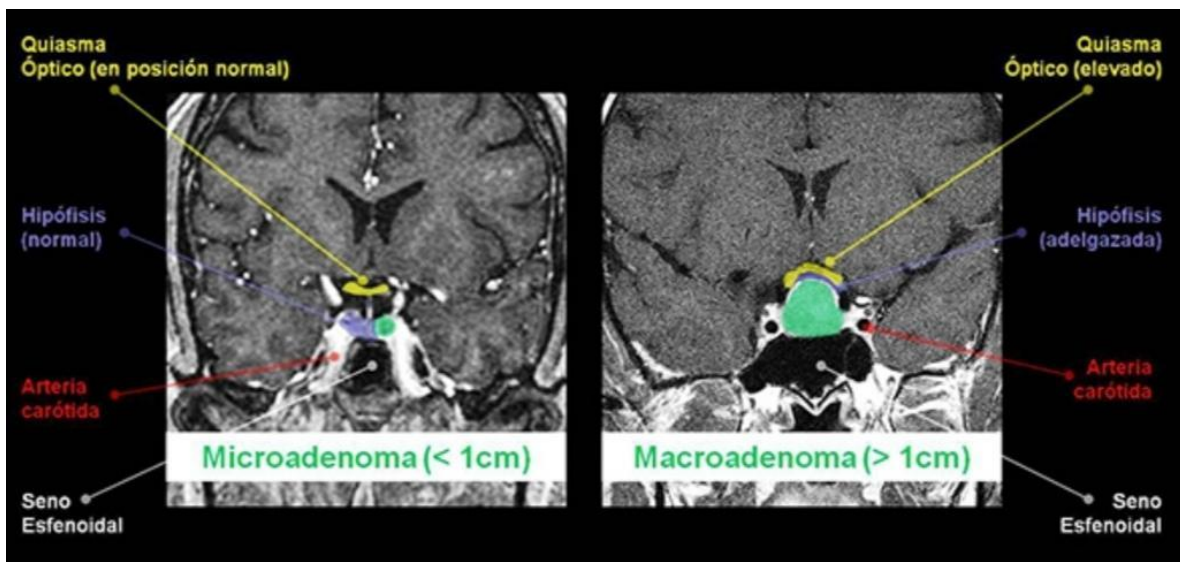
Microadenoma y macroadenoma vistos en resonancia magnética. Fuente: <http://www.tumoresdehipofisis.com/tipos-de-tumores-de-hipofisis/adenoma-de-hipofisis>.
